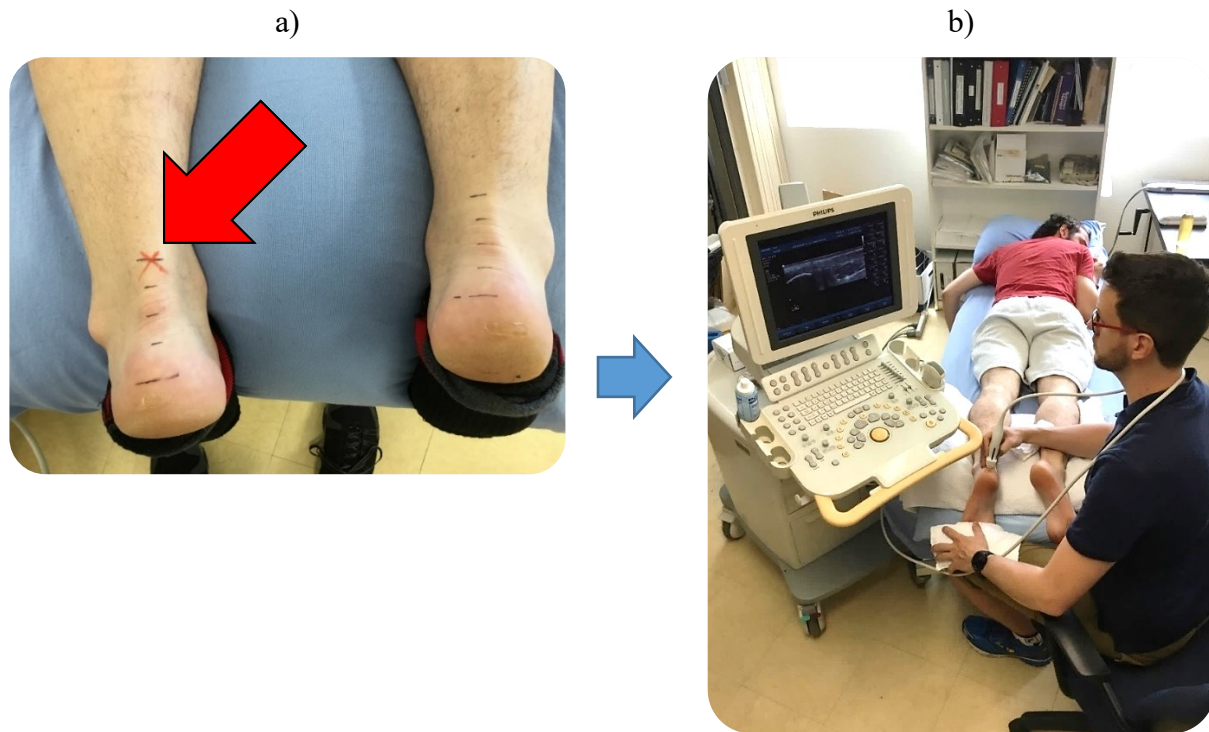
a) Région douloureuse identifiée par palpation. b) Prise de mesures d'ultrasonographie.
